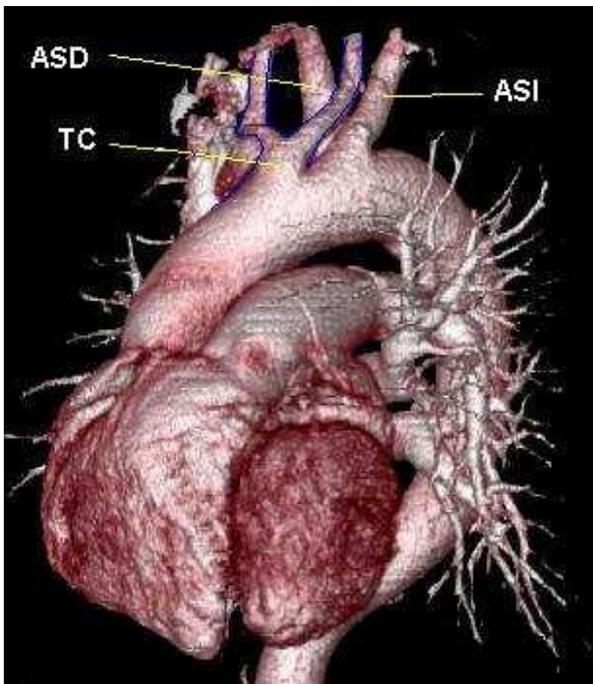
Angio-TAC con Reconstrucción 3D. 5.a. Vista anterior. Nótese la emergencia de arterias carótidas de un tronco común (TC). Arteria subclavia aberrante derecha (ASD) de localización posterior e inferior en el arco aórtico, después de la emergencia de la arteria subclavia izquierda (ASI)
